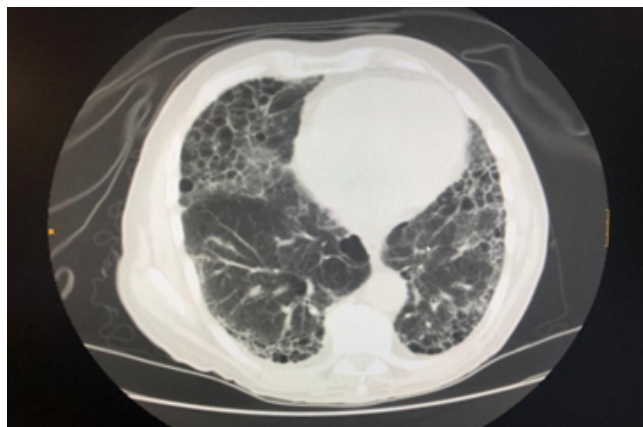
TAC tórax, sin contraste, ventana pulmonar: fibrosis pulmonar con patrón radiológico de neumonía intersticial usual y afectación parcheada en vidrio deslustrado compatible con hemorragia alveolar, en correlación con el contexto clínico.
